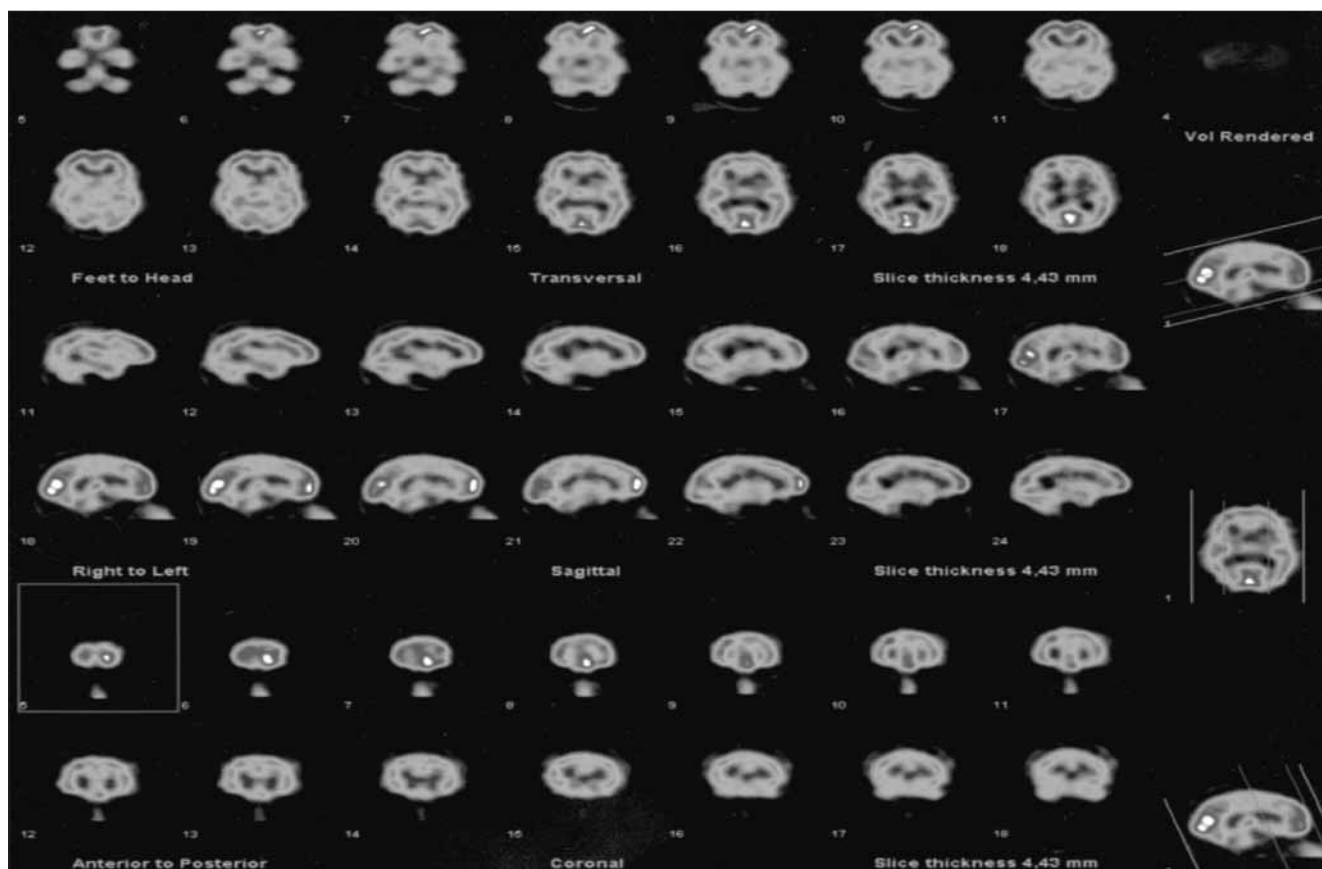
SPECT cerebral con zona de hiperperfusión frontal izquierda.
